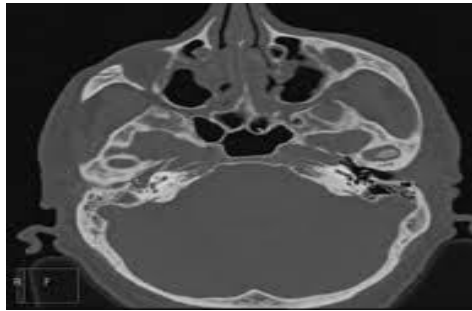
Toma de tomografía axial computarizada (TAC). ²³
